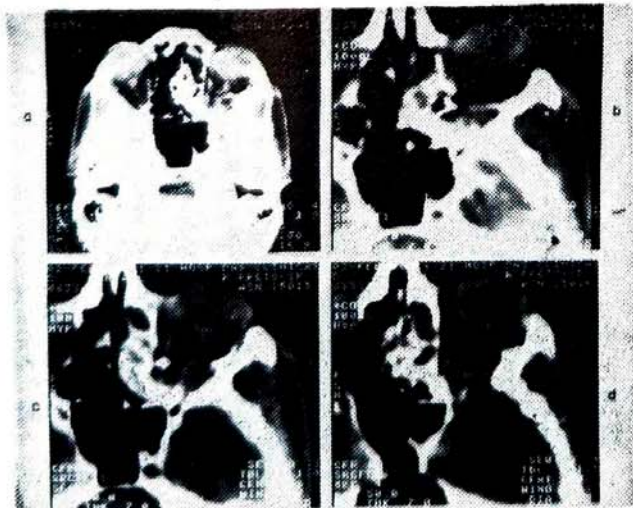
Tomografias de D.A.L. mostrando órbitas e detalhando a do lado esquerdo (so cortes do crânio, horizontais, são vistos de baixo para cima). Note-se a secção do nervo óptico E («a» e «c») e possível formação granulomatosa no fundo da mesma (d). O reto lateral esquerdo também parece lesado («a», «c» e «d») e a retração de sua porção próxima ao anel de Zinn poderia explicar tal nódulo retro-orbitário.
